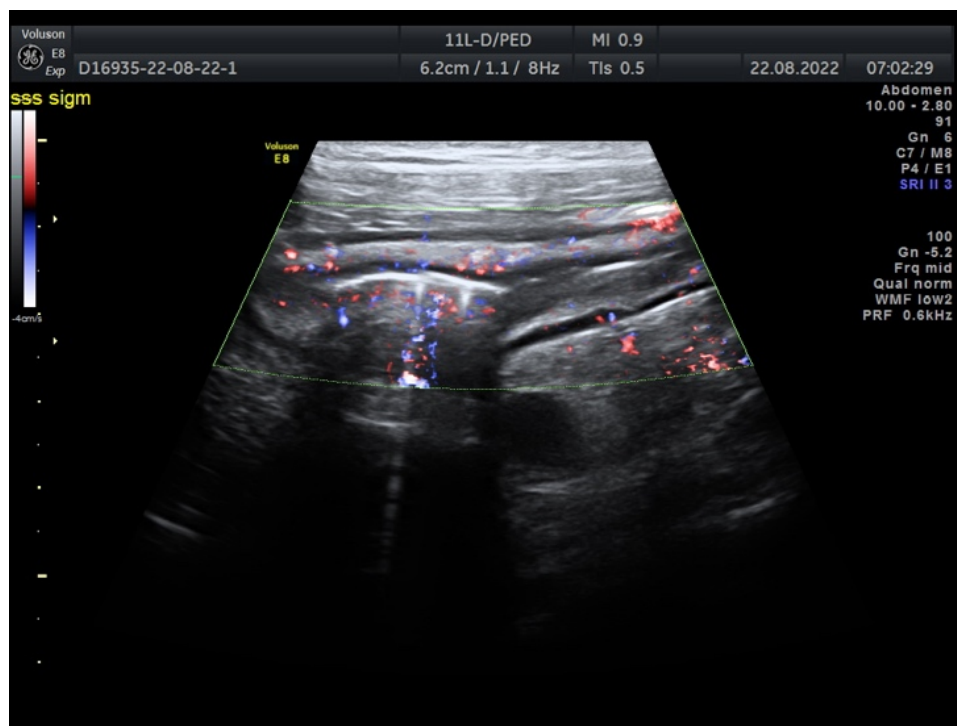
Трансабдоминальное УЗИ толстой кишки с доплеровским цветовым картированием. Патологическая васкуляризация кишечной стенки сигмовидной кишки пациентки с язвенным колитом.
